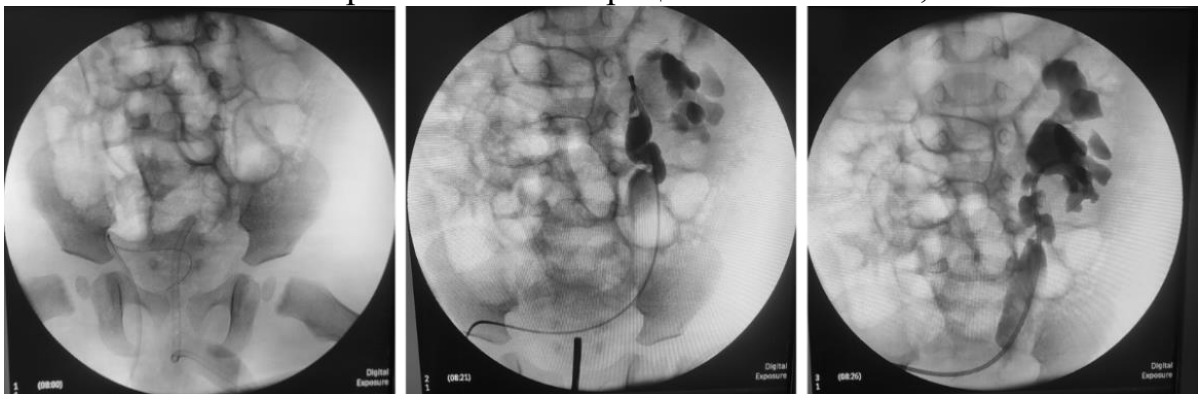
Пункционное стентирования мочеточника под цистоскопическим контролем после операции Козна – рентгеновские снимки этапов рестентирования реимплантированного мочеточника
